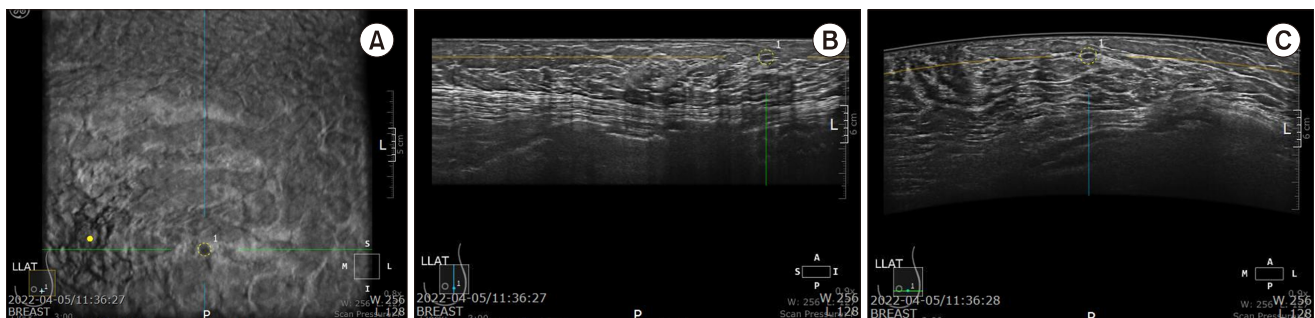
Automated breast ultrasound image of a 40-year-old woman with 0.5 cm sized benign mass. (A) Coronal view (B) Longitudinal view (C) Transverse view The lesion is marked as a dotted circle.
